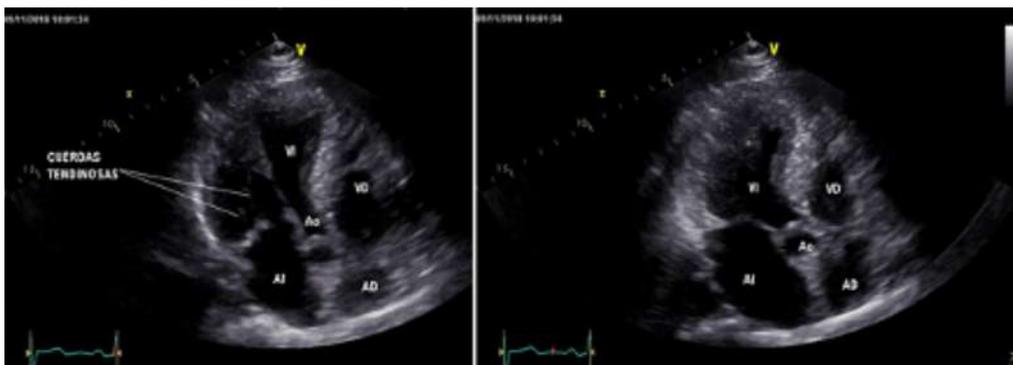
Ventana apical 4 cavidades, valorada en sístole y diástole. Fuente: Servicio de imagen HCAM.
